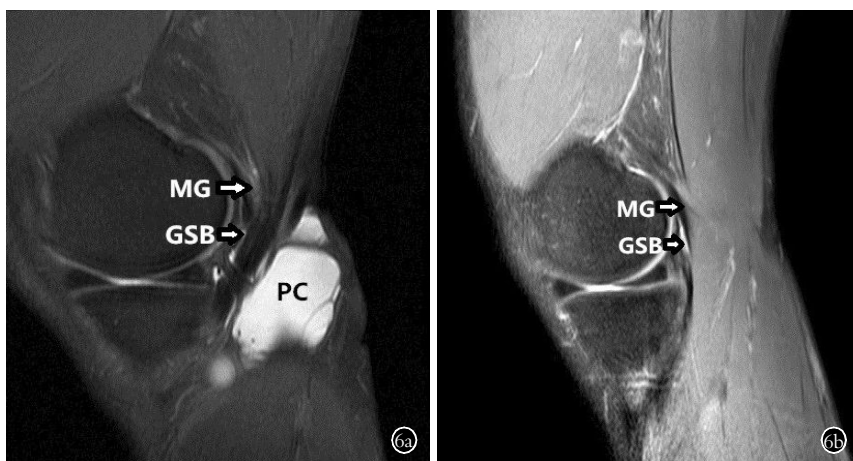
患者,男,48 岁,左腘窝囊肿 6a. 术前 MRI 6b. 术后 12 个月 MRI
